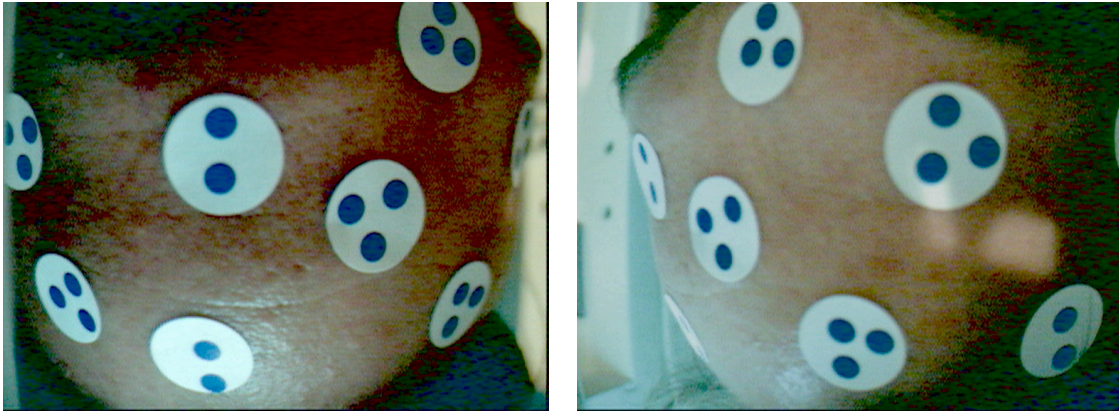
Zum Tracking der Kopfbewegung werden blaue Punkte verwendet, die auf die Stirn des Patienten geklebt werden. Sie haben Vorteile im klinischen Alltag: Sie sind schnell angebracht und wieder entfernt; die Kooperation des Patienten ist nicht nötig, damit die Punkte an ihrem Platz bleiben; sie tragen nicht zur unangenehmen Situation im Tomografen bei und sind deshalb zum Beispiel auch bei der Untersuchung von Kindern unproblematisch. Dass hier zwei oder drei blaue Punkte auf einem weißen Aufkleber zu sehen sind, hat den Grund, dass aufgrund der Nähe des Kopfes zu den Kameras sehr kleine Marker nötig waren. Alle verfügbaren Marker waren deutlich zu groß, so dass als Abhilfe genügend kleine blaue Punkte auf größere weiße Aufkleber gedruckt wurden.
